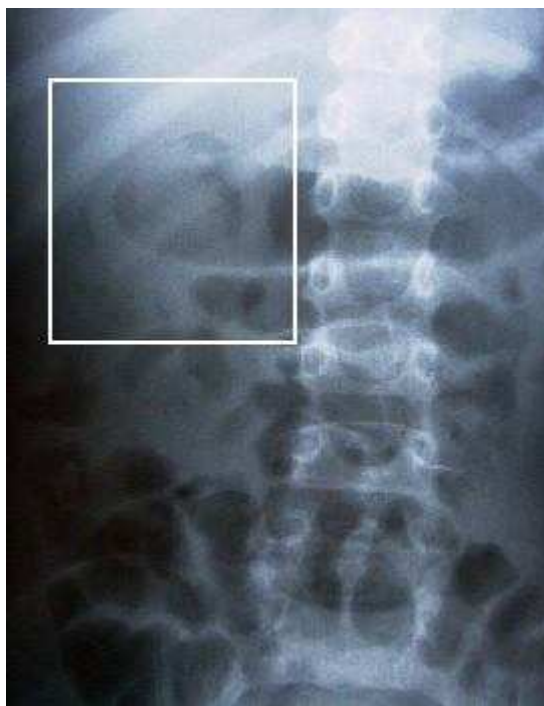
Radiographie d'abdomen sans préparation d'une invagination intestinale aiguë iléo-colique du nourrisson. Image directe du boudin sous la forme d'une opacité cerclée d'air.
